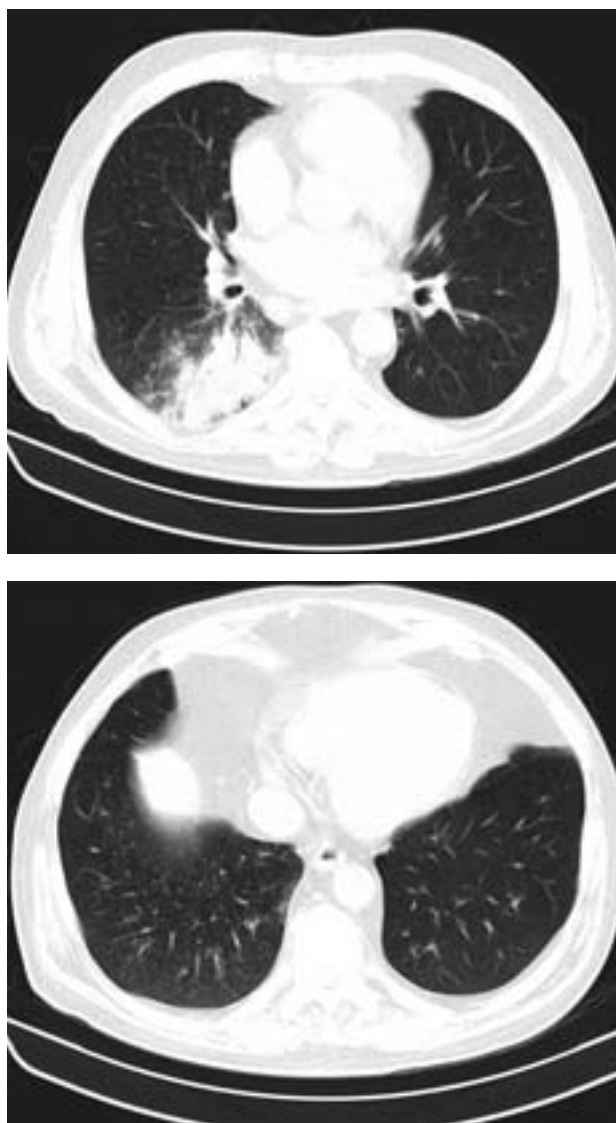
КТ легких больного Х. (июнь 2008 г.).
